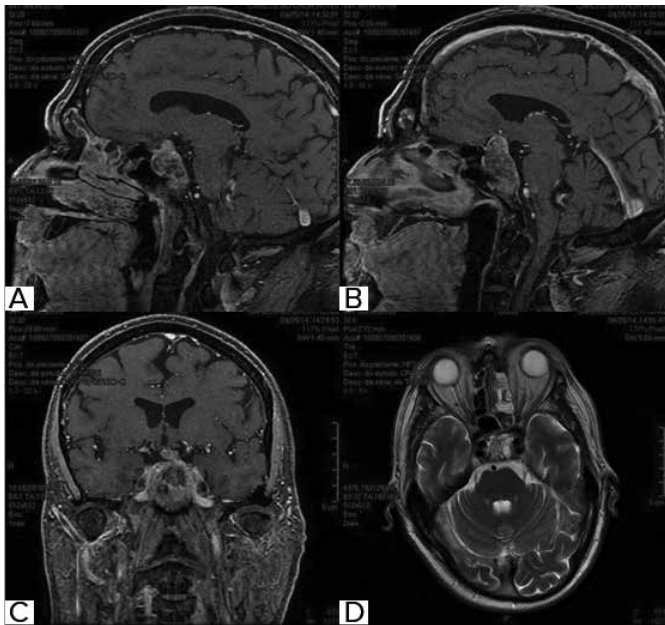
Imagens de RM de encéfalo em: A e B, cortes sagitais; C, coronal e D, axial. Lesão expansiva centrada na sela turca ocupando completamente e distendendo a mesma, apresentando intenso realce após injeção de contraste.
